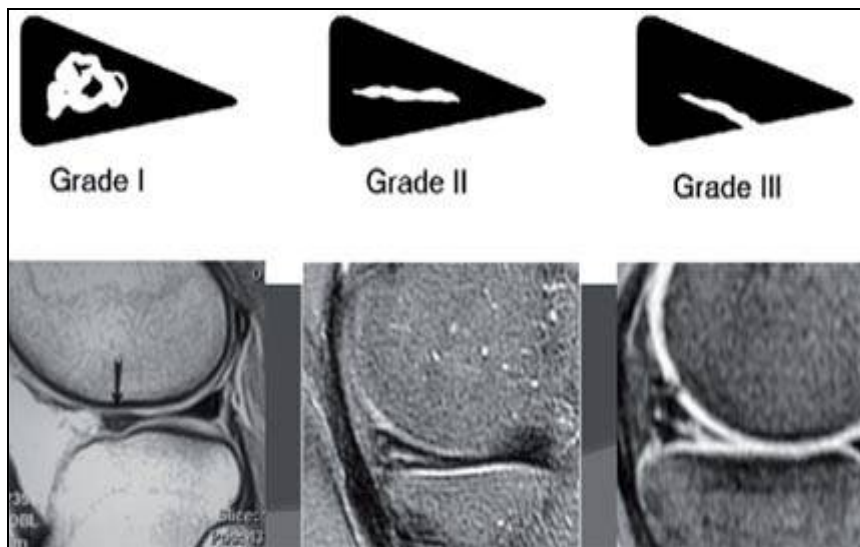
IRM en coupe Sagittal pondérée du genou mettant
